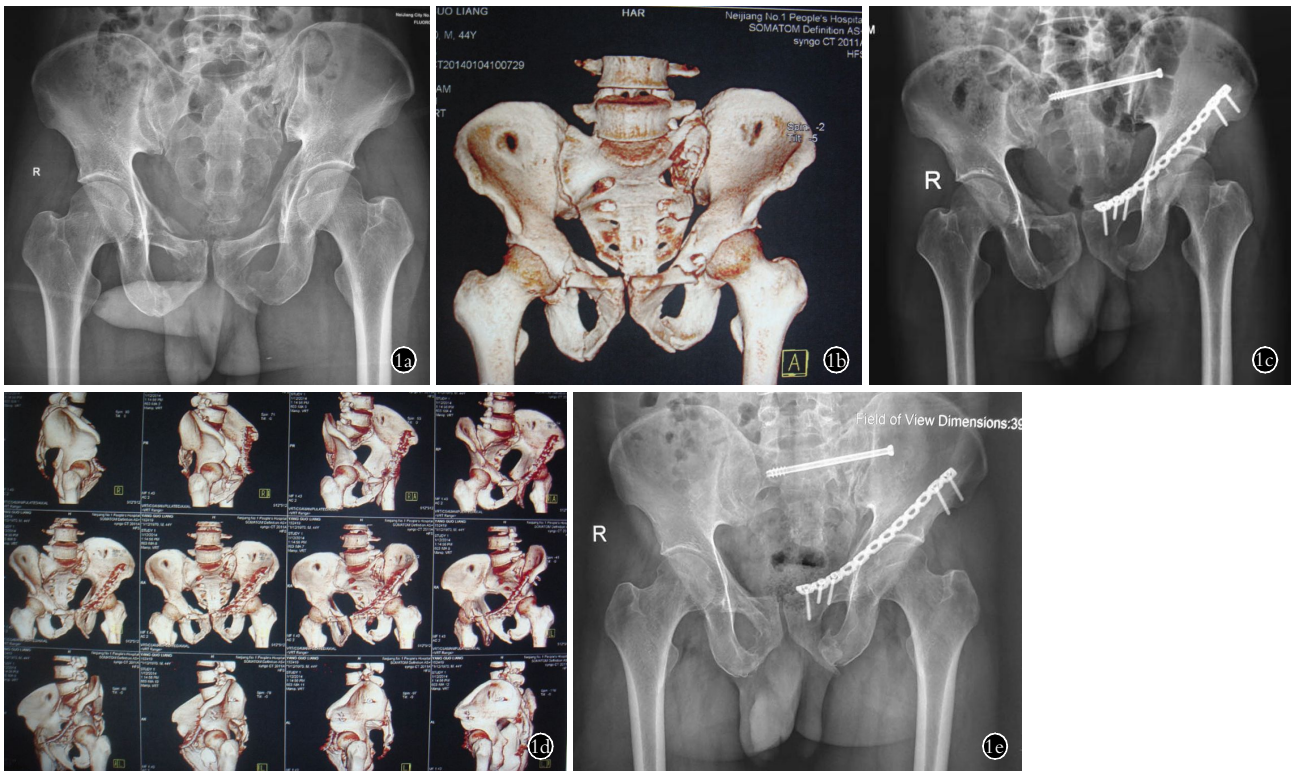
患者,男,45 岁,Tile C1 型骨盆骨折 1a. 术前骨盆正位 X 线片 1b. 术前骨盆 CT 及三维重建 1c,1d. 术后第 2 天骨盆正位 X 线片和术后 CT 及三维重建,骨折解剖复位,内固定满意 1e. 术后 1 年骨盆正位 X 线片,骨折愈合
